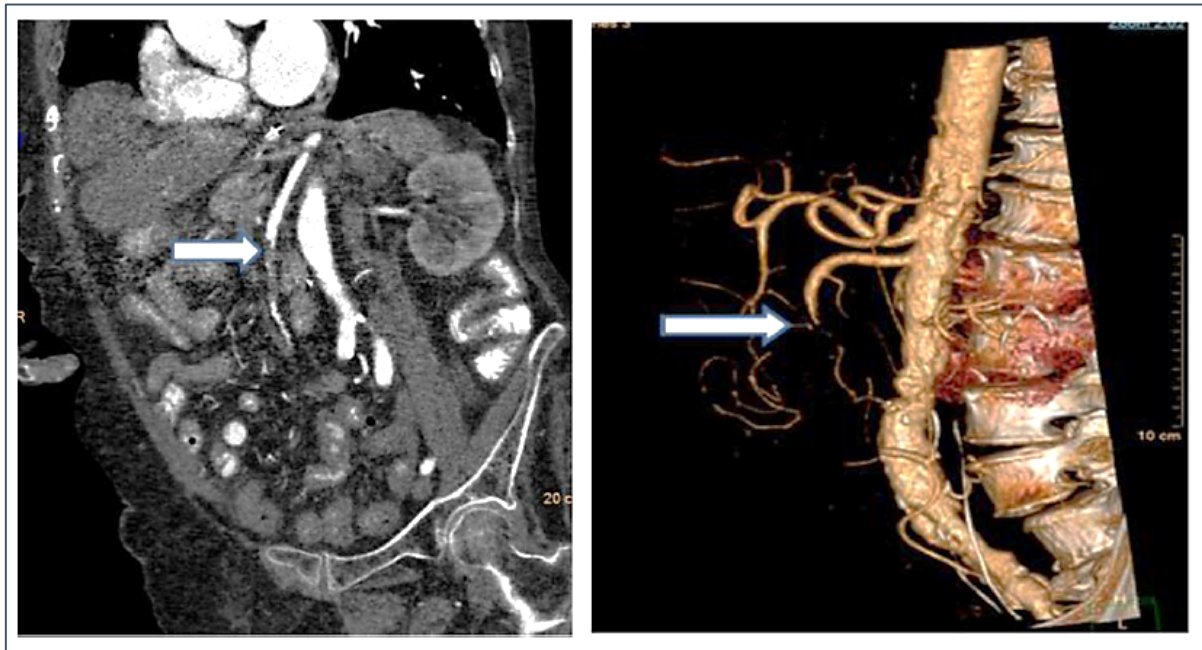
CTA-Aufnahme (links) mit 3-D-Rekonstruktion (rechts). Bild einer akuten Mesenterialischämie durch Embolie der *A. mesenterica superior*. Die Pfeile kennzeichnen den Verschluss der Arterie im mittleren Bereich (Bala *et al.* 2017).
